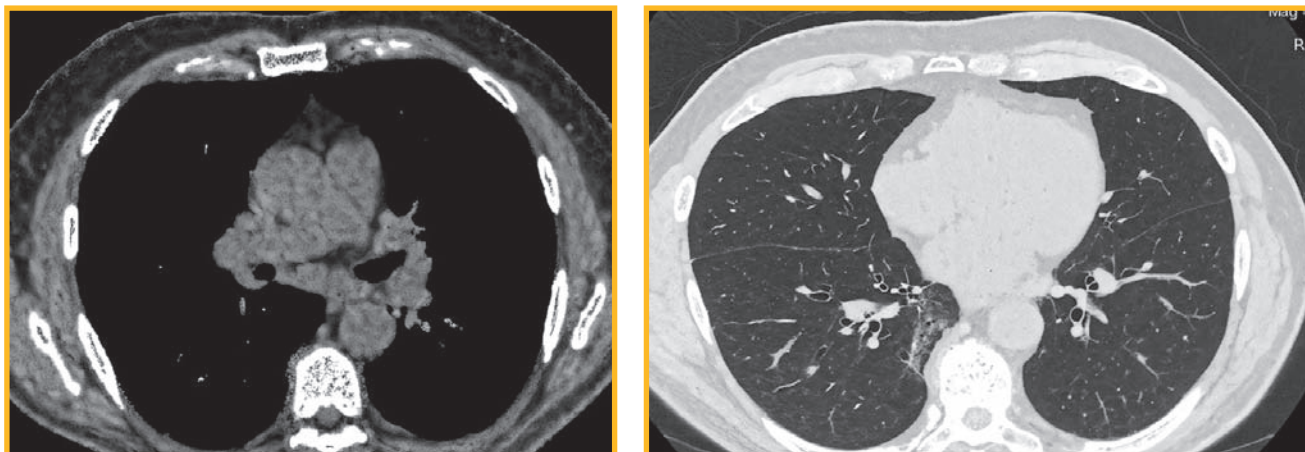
Компьютерная томограмма органов грудной клетки: аксиальные срезы на уровне верхних и нижних отделов легких
